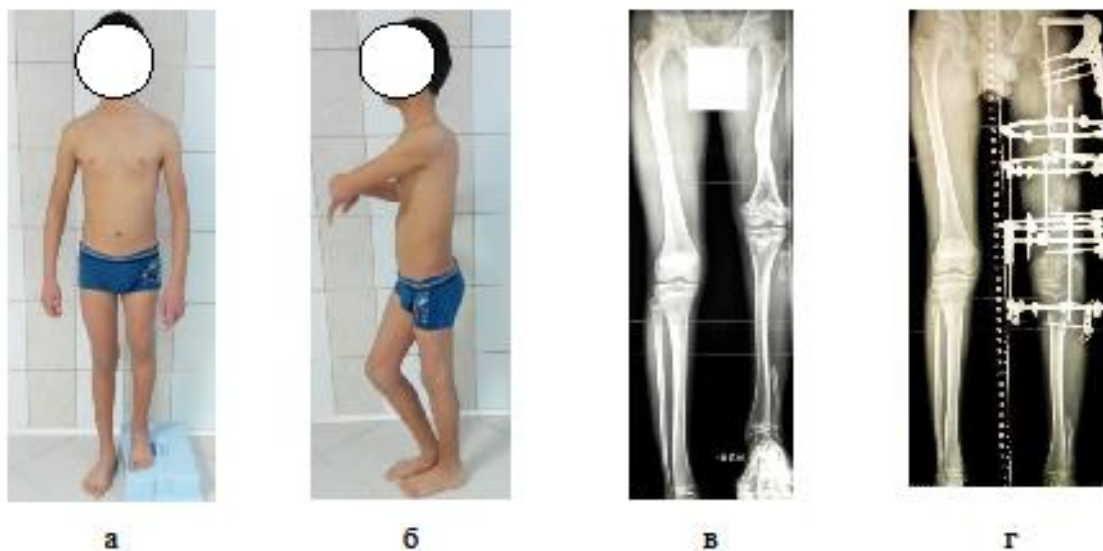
Фотографии (а, б) и рентгенограммы нижних конечностей больного до (в) и после (г) восстановления длины левой нижней конечности
